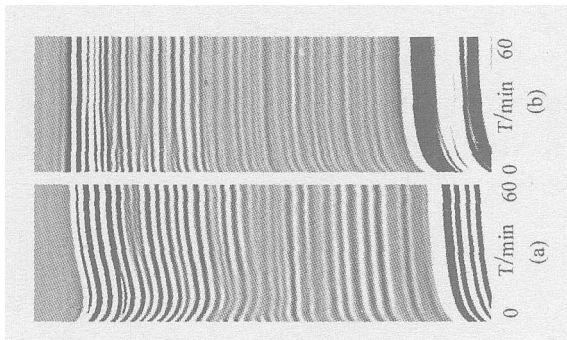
实验 3 结果, 图 (a) 为胰岛素消化过的样品隔天从 0.15M 的盐水变到 2M 的盐水以后, 浸泡在 2M 的盐水过程中的关节软骨的 M 型超声图像, 图 (b) 为接着图 (a) 继续从 2M 的盐水变到 0.15M 的盐水以后, 浸泡在 0.15M 的盐水过程中的关节软骨的 M 型超声图像
